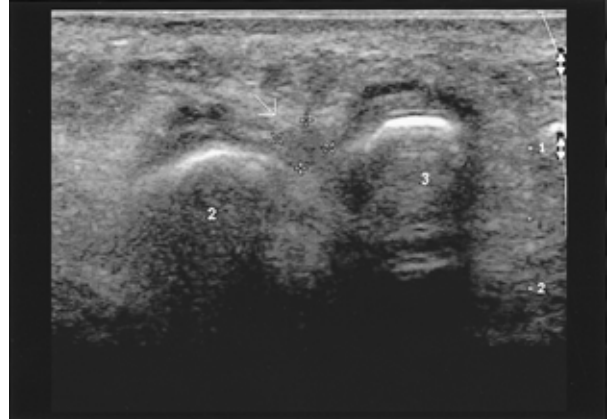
Transverse sonogram of the 2nd wed space demonstrates a hypoechoic lesion(white arrow) consistent with a Morton neuroma.
